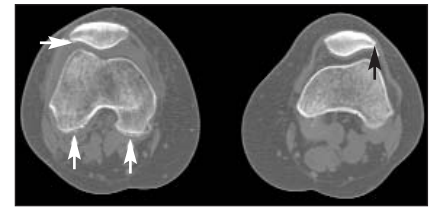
КТ коленных суставов: визуализируются очаги ХК коленных, пателлофemorальных суставов (стрелки)
